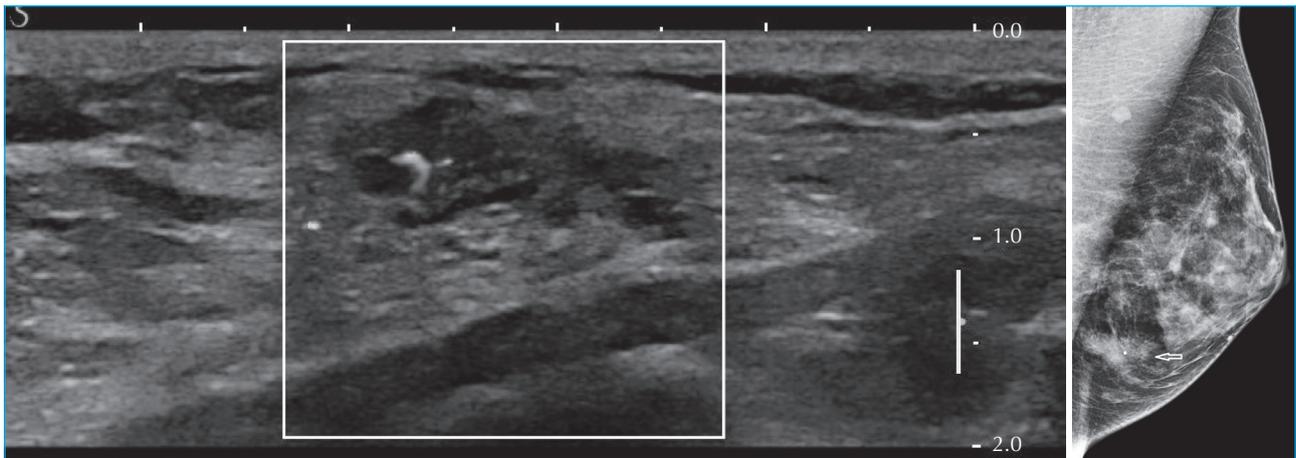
Vingt-cinq ans. Autopalpation d'une masse de 15 mm à l'union des quadrants inférieurs gauches. A) Échographie : discrète distorsion architecturale vascularisée, sans masse individualisable ; B) Mammographie, cliché oblique externe : hyperdensité focale en regard des quadrants inférieurs en corrélation avec l'examen clinique (flèche). Macrobiopsie 11G sous échographie : adénose sclérosante. Exérèse chirurgicale : adénose sclérosante, pas d'atypie.
